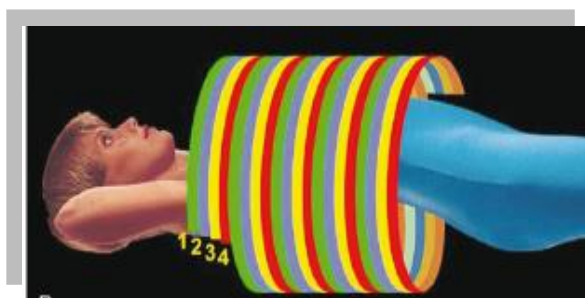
Princípio de aquisição de imagem em TC volumétrico, multicorte: rotação de 360° do tubo e dos detectores. A mesa movimenta-se no interior da Gantry.
